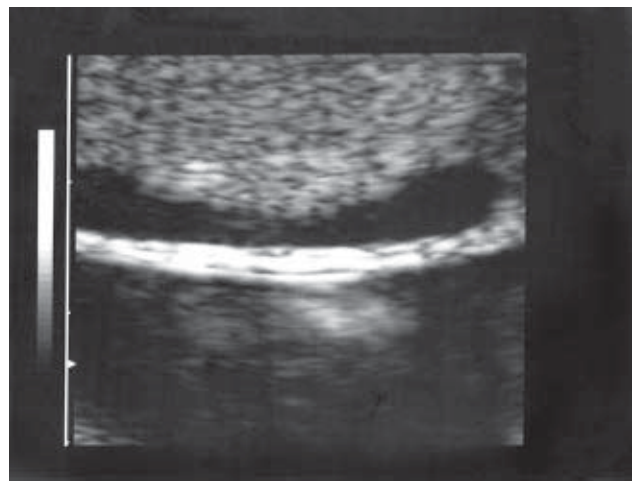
Vista ultrasonográfica de la membrana divisoria, que muestra tabique de separación de 3 hojas, consistente con gestación bicorial.
